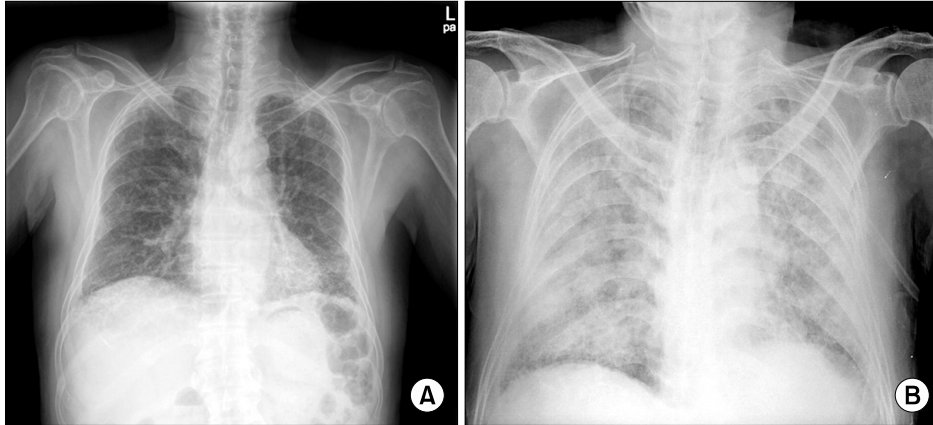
(A) Initial chest x-ray shows reticular opacity in both lower lobes. (B) chest x-ray after TACE shows transcatheter arterial chemoembolization (TACE) multifocal bilateral patchy ground glass opacity.
